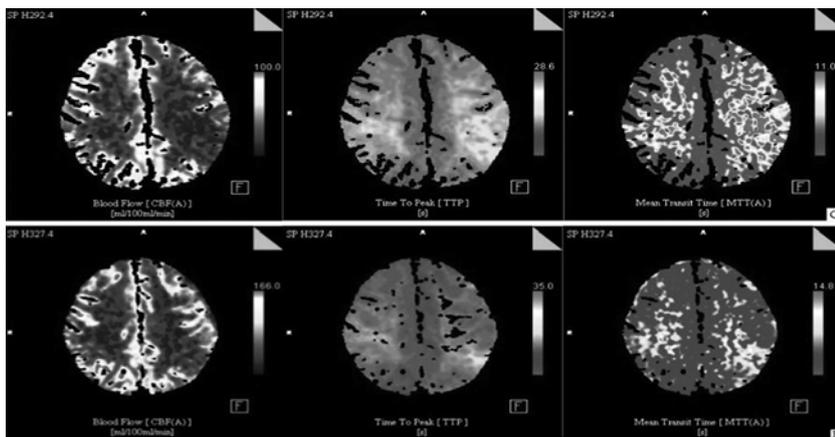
图 2 为某患者术前及左侧 STA-MCA 吻合术后 6 月的颅脑 DSA 及灌注 CT 结果。该患者术前 DSA 显示: 右侧颈内动脉末端闭塞, 右大脑中动脉、大脑前动脉显影不良, 颅底可见烟雾病血管
